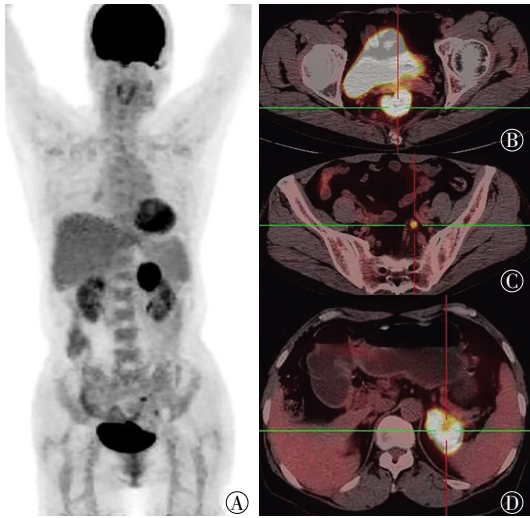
IV期直肠癌患者的¹⁸F-FDG PET/CT图像 患者女性, 60岁, 直肠低分化腺癌, T4N1M1, A: 全身PET/CT三维图; B: PET/CT融合图示直肠管壁不均匀增厚且¹⁸F-FDG分布明显增高, $SUV_{max}=26.61$; C: PET/CT融合图示肠系膜间隙见¹⁸F-FDG分布增高淋巴结影, 大小约 $1.5\text{ cm}\times 1.3\text{ cm}$, $SUV_{max}=5.51$; D: PET/CT融合图示左侧肾上腺见不规则软组织肿块影, 大小约 $4.2\text{ cm}\times 5.1\text{ cm}$, ¹⁸F-FDG分布明显增高, $SUV_{max}=15.07$ 。 SUV_{max} : 最大标准化摄取值。
